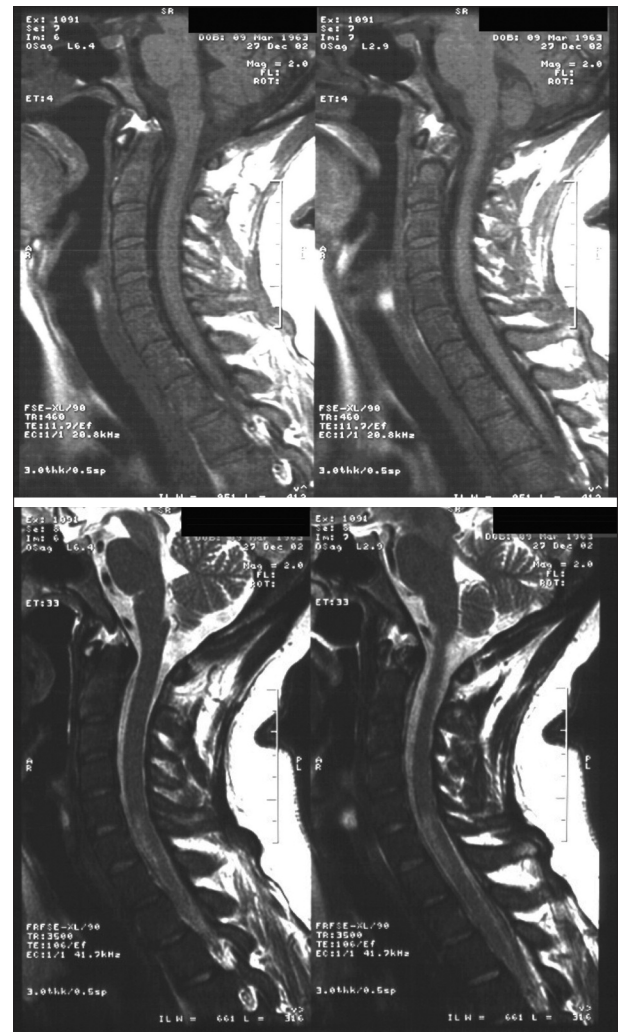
MRI of the cervical spine: 3-5 mm wide hyperintense area ventrally at the C V-VII level on T2-weighted images without contrast enhancement
